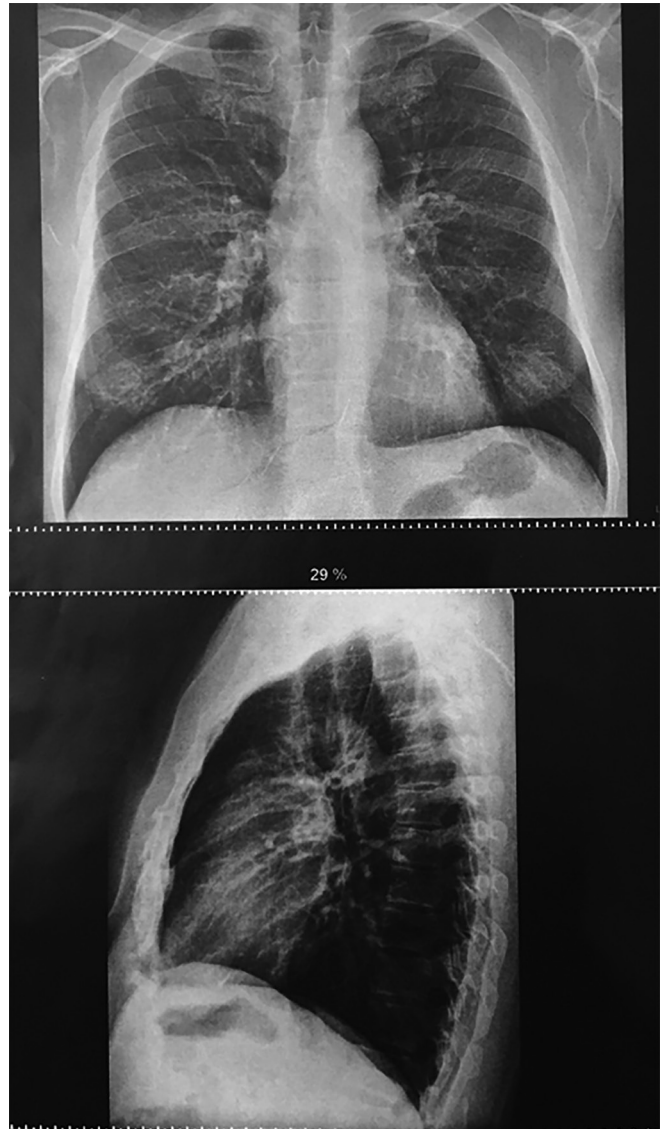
Radiografia de tórax - seguimento ambulatorial.
